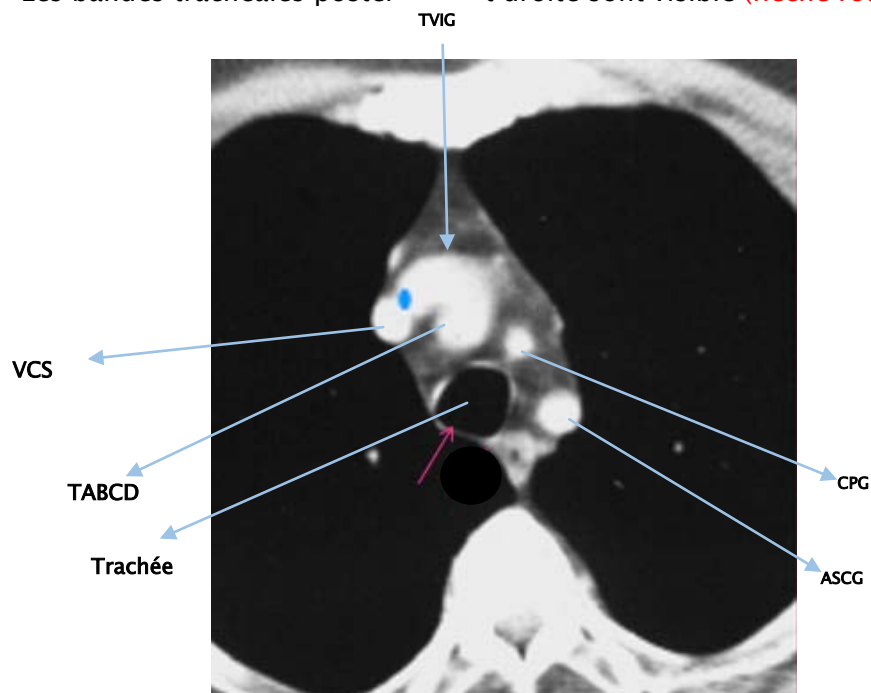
coupe axiale d'une TDM thoracique passant au dessous de la bifurcation du TABC.
